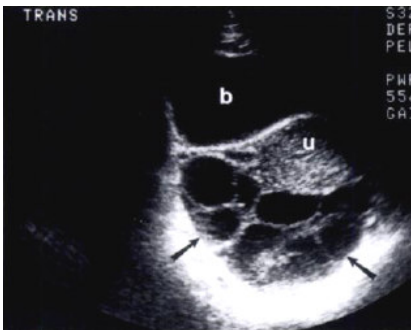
Quiste Teca-Luteínico. El ultrasonido demuestra quistes bilaterales multiseptados por detrás del útero. El quiste persistió aún después de retirar una mola hidatidiforme.
